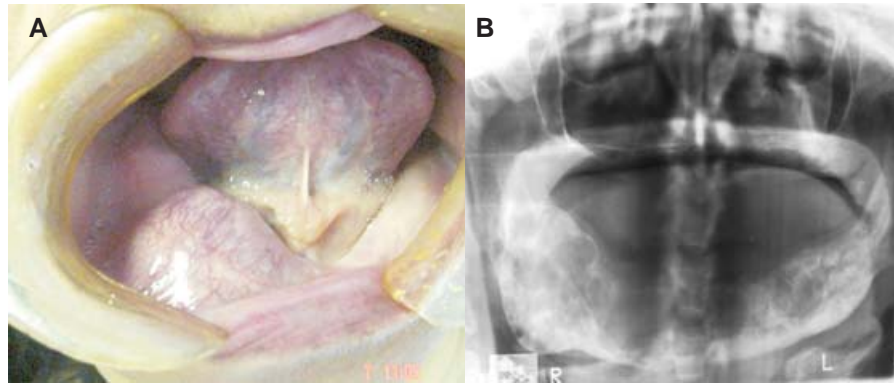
A) Tumor pardo en la rama horizontal derecha de la mandíbula. B) La ortopantomografía muestra varias lesiones líticas en el espesor de la mandíbula. La lesión de la rama derecha tiene un aspecto expansivo y multilocular.
